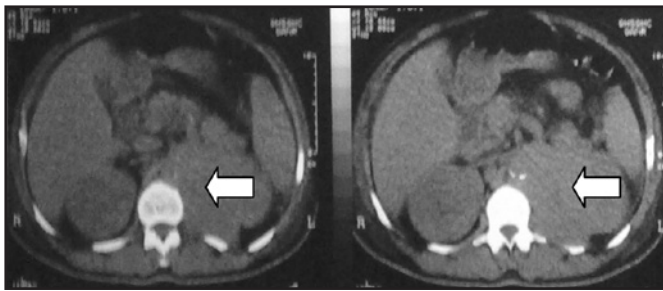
Tomografia computadorizada de abdômen evidenciando massa retroperitoneal à esquerda.
